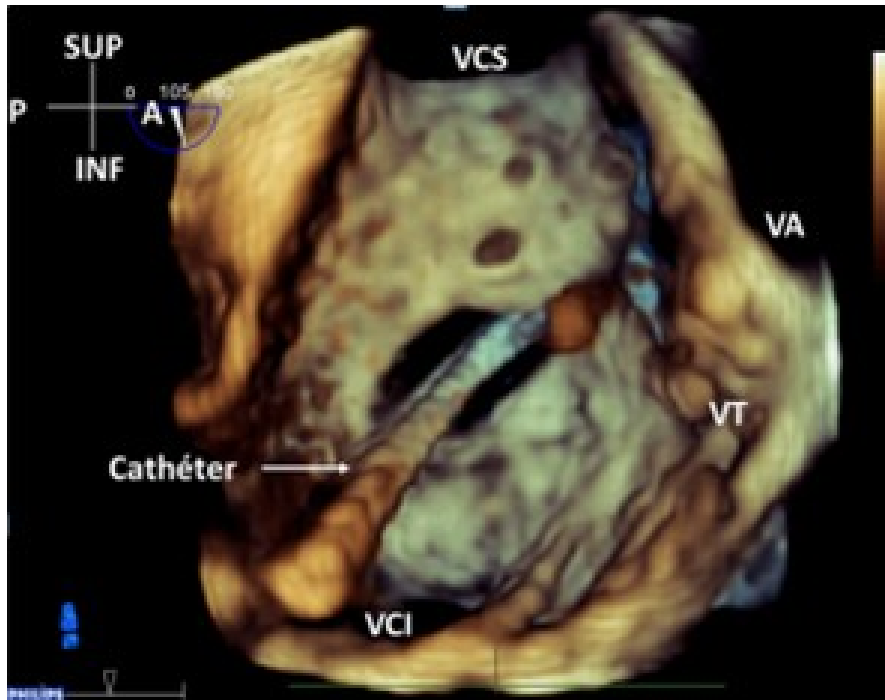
Echocardiographie transoesophagienne tridimensionnelle durant une fermeture percutanée d'une CIA ostium secundum . La position , la forme , ainsi que les berges de la CIA sont bien visualisées à partir de l'oreillette droite .
